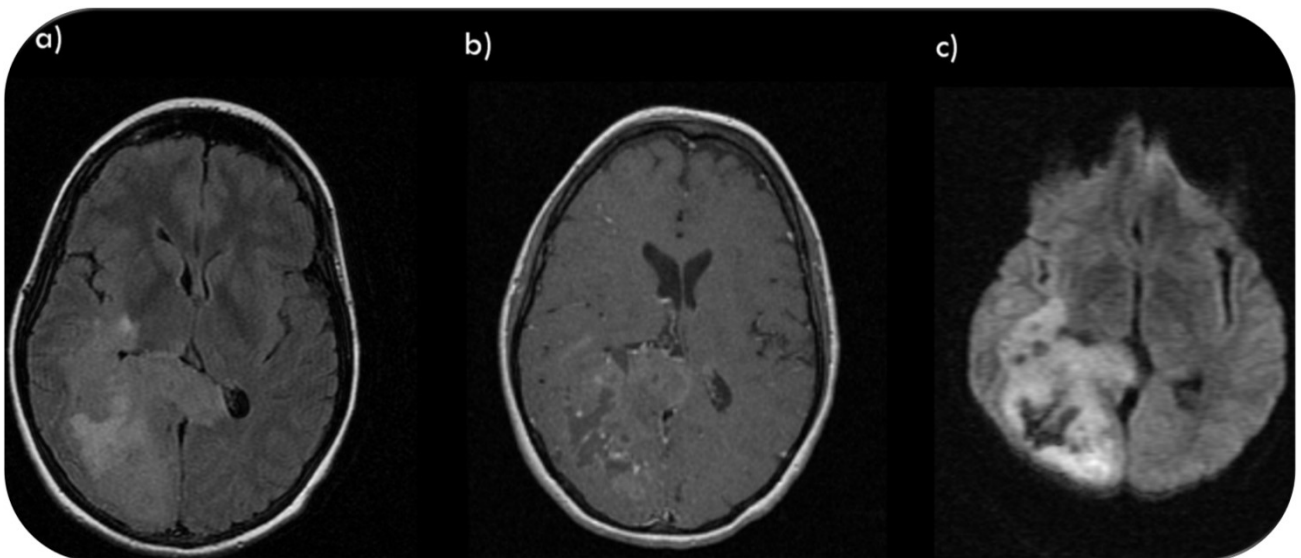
Estudio de RM de un paciente con un glioma grado IV de la OMS. Masa mal definida afectando a los lóbulos parietal, temporal y occipital derechos con datos de infiltración del cuerpo calloso. Secuencias FLAIR, T1 con contraste y b1000 (imágenes a, b y c respectivamente).
